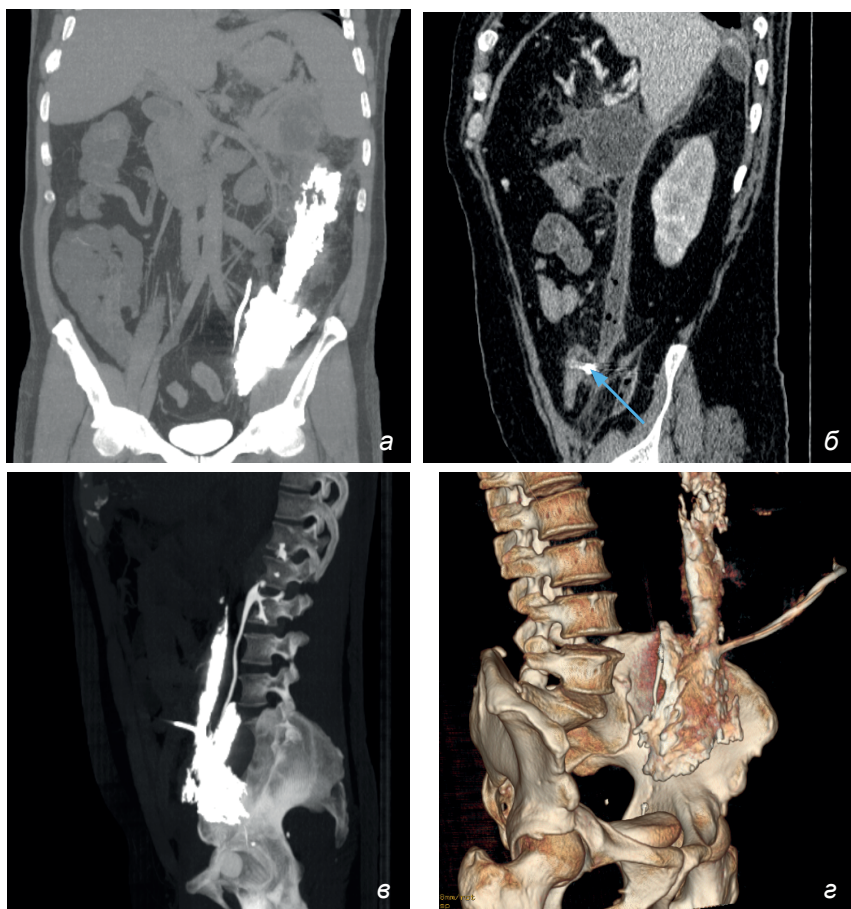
КТ-фистулография у пациента с панкреонекрозом, состояние после дренирования. а – до проведения фистулографии, коронарная реконструкция; б, в – КТ-фистулография; б – коронарная; в – сагиттальная реконструкции; г – КТ-фистулография, 3D реконструкция
